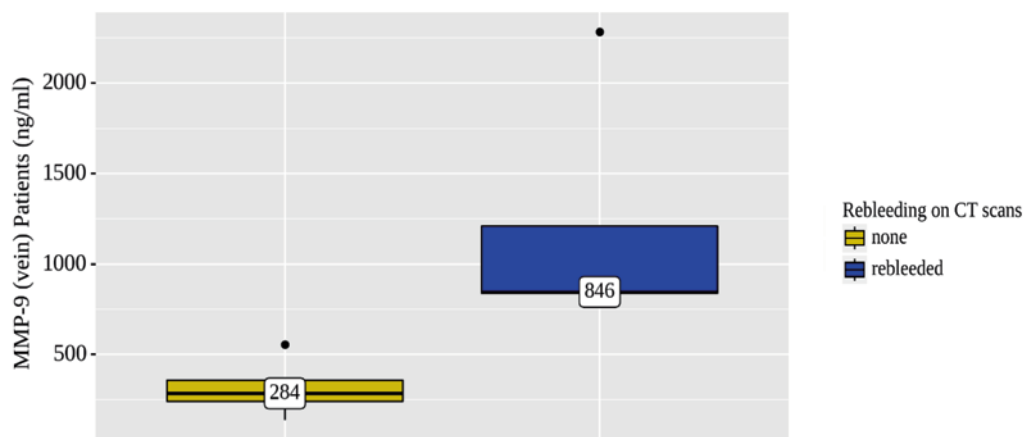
Анализ MMP-9 (вена) пациентов ($n = 8$) с повторным кровоизлиянием по результатам компьютерной томографии головного мозга
